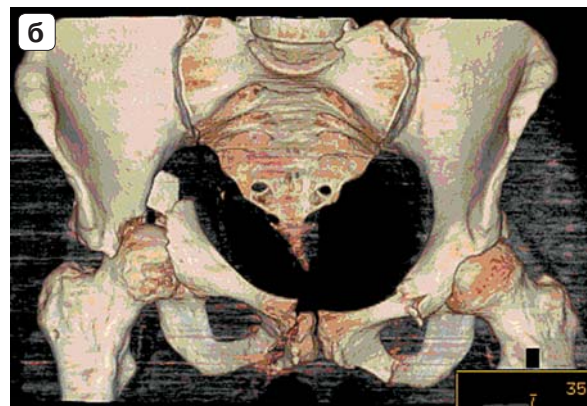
Поперечный перелом с вовлечением задней стенки вертлужной впадины: рентгенограмма (а) и 3D-реформация (б) демонстрируют линию перелома, проходящую через крышу вертлужной впадины с диастазом отломков и визуализацией свободнолежащего костного фрагмента задней стенки вертлужной впадины.
